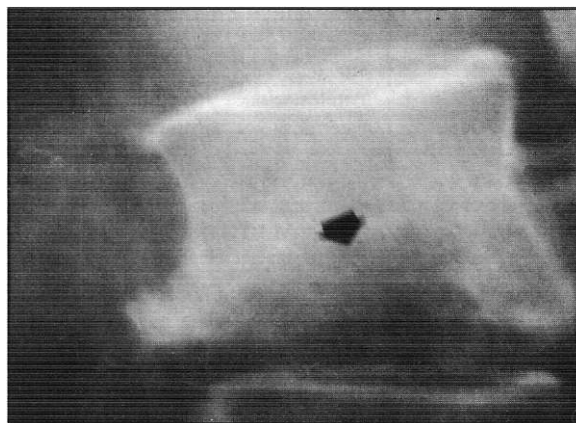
Radiografía de columna: osteofitos marginales L4-L5, osteólisis de la parte superior de L5 y osteopenia generalizada.
